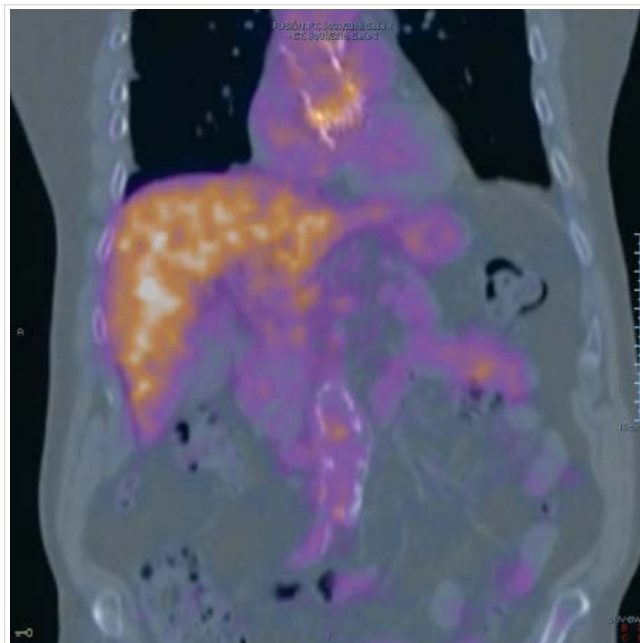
Positron emission tomography/computed tomography (PET/CT) with paravalvular and hepatic hyper-enhanced areas.
